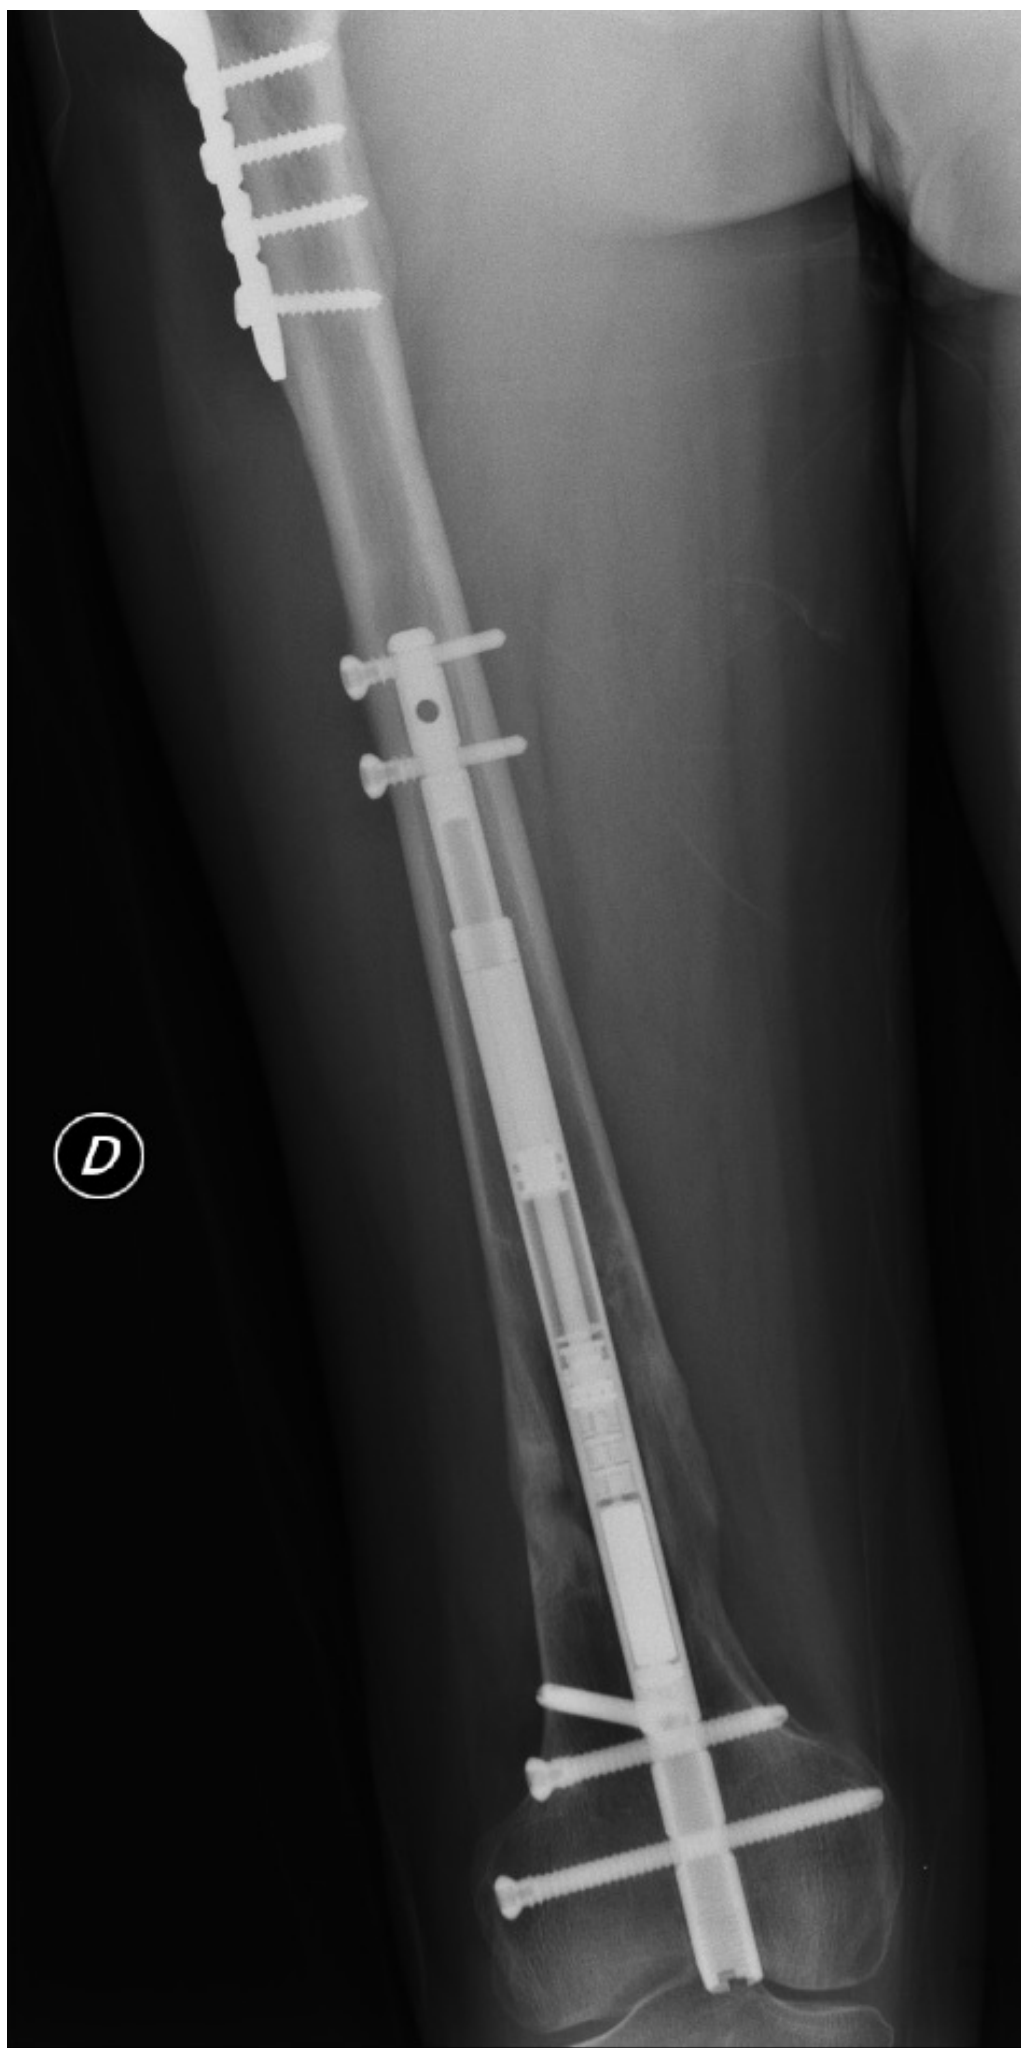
Radiografías AP y lat postquirúrgicas.
